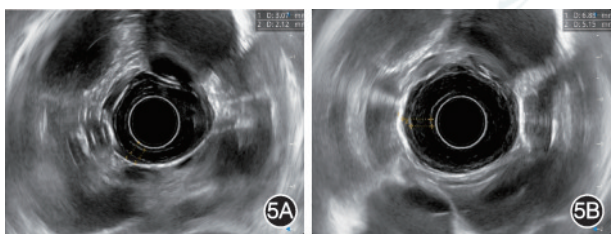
超声内镜图片 5A:超声内镜显示食管中段管壁层次清晰、厚度正常;5B:食管下段管壁层次清晰,固有肌环形肌明显增厚
